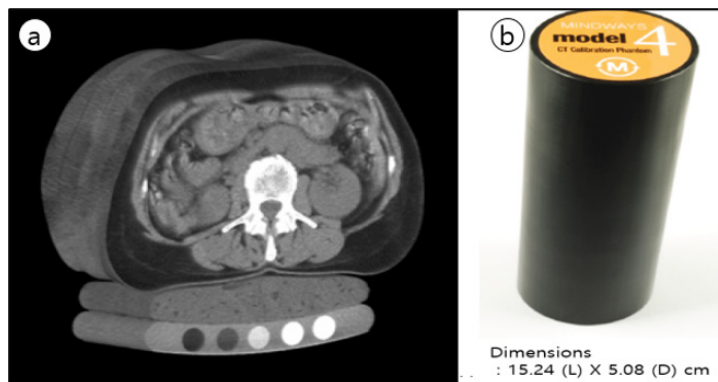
(a) In the past, solid phantoms placed in a pad under the patient during CT image acquisition are used for calibration. These phantoms contain materials that represent a number of different equivalent bone mineral densities. Usually potassium phosphate (K_2HPO_4) is used as the reference standard. (b) The new phantom is a single-component cylindrical phantom. The high-symmetry and known composition provide a structure suitable for the analytic description of the x-ray attenuation properties including the effects of beam hardening.
